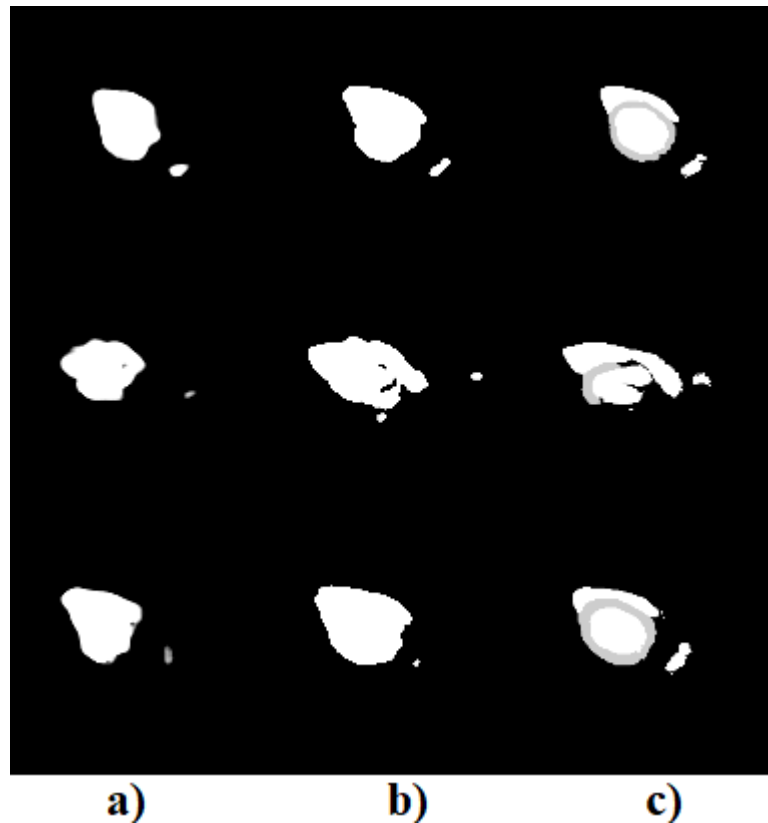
a) MRI slike b) Rezultati predobrade MRI slike c) Originalne maske*
